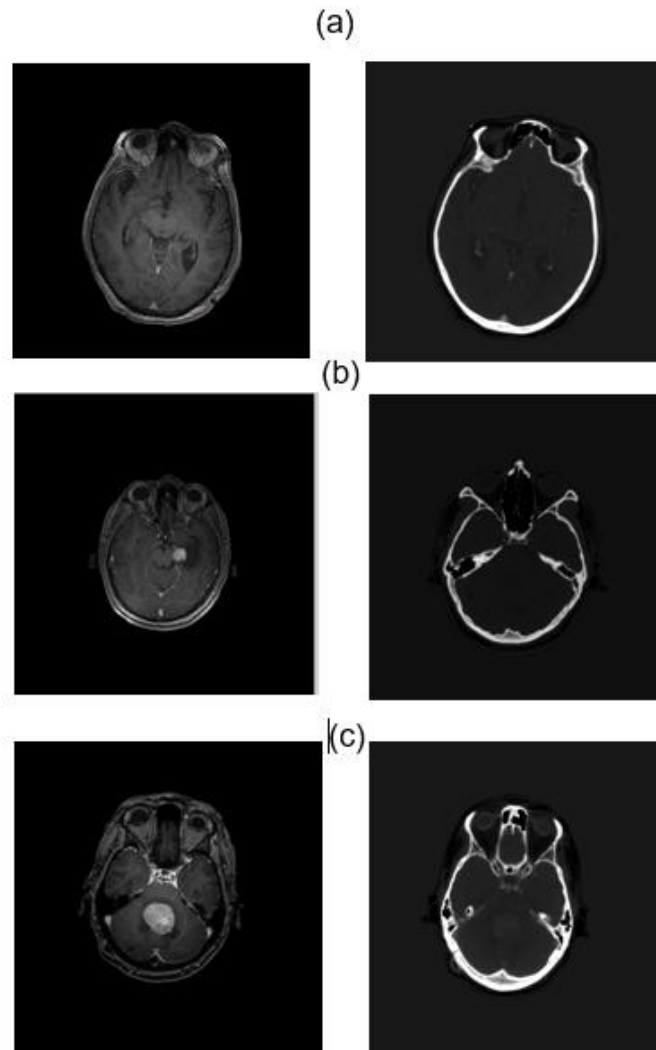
Vista 2D del volumen imágenes limpias de RM (izquierda) y TC (derecha), para los pacientes (a) Uno, (b) Dos, (c) Tres. Al limpiar ambas imágenes se obtuvieron solo píxeles que pertenecen solo al tejido humano de cada paciente.
